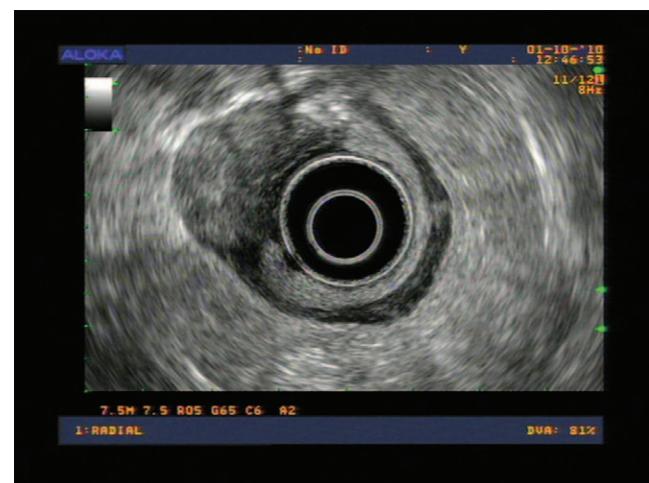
Endoscopic ultrasound (EUS) image of an anastomotic recurrence that infiltrates all of the layers of the rectal wall.
